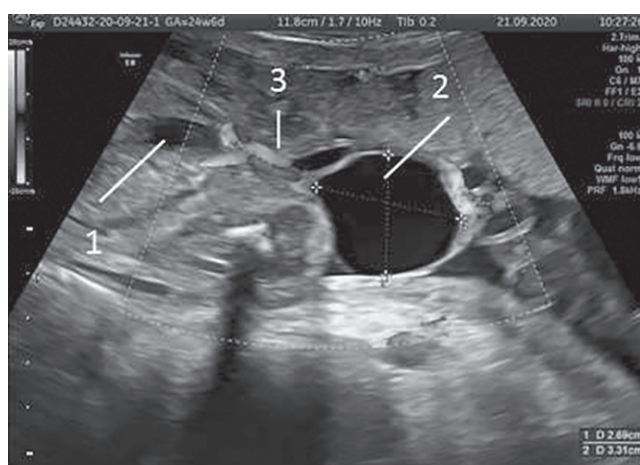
Киста пуповины. УЗИ плода 24 нед:
